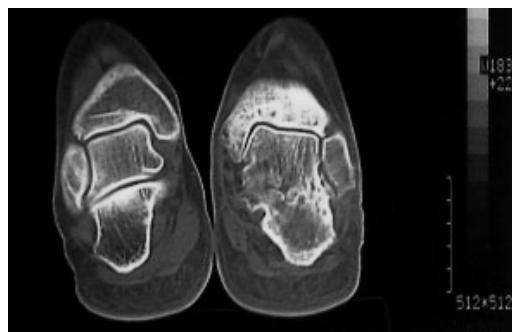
Olgunun ayak radyografisi
